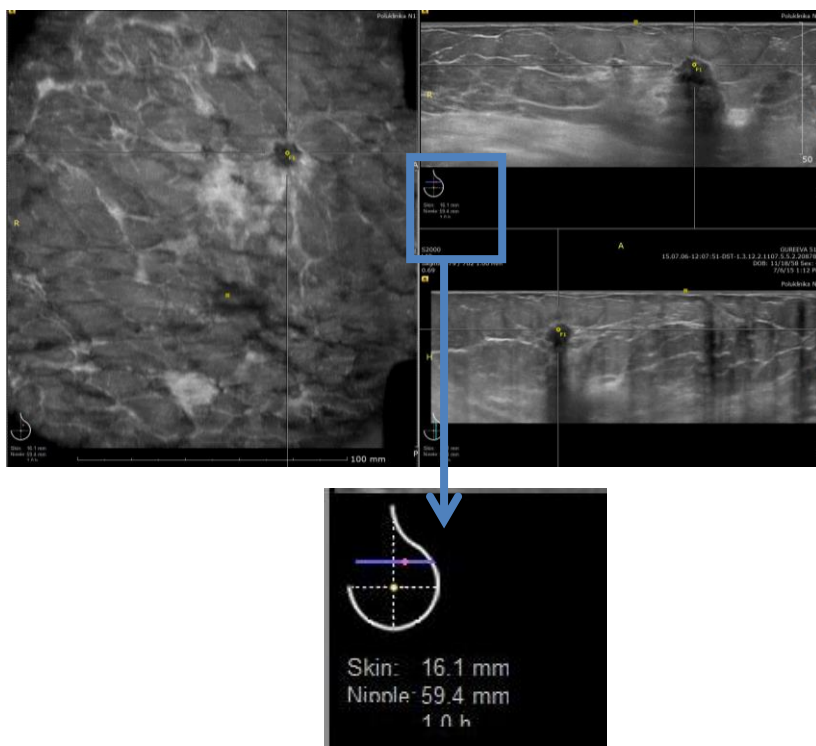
Сонотомограмма в режиме многоплоскостного изображения через злокачественную опухоль. В нижней части изображения видна маркировка топографии образования (расстояние от кожи 16,1 мм, от соска 59,4 мм и расположение по часам условного циферблата. Точка на условном циферблате соответствует 1 часу.
